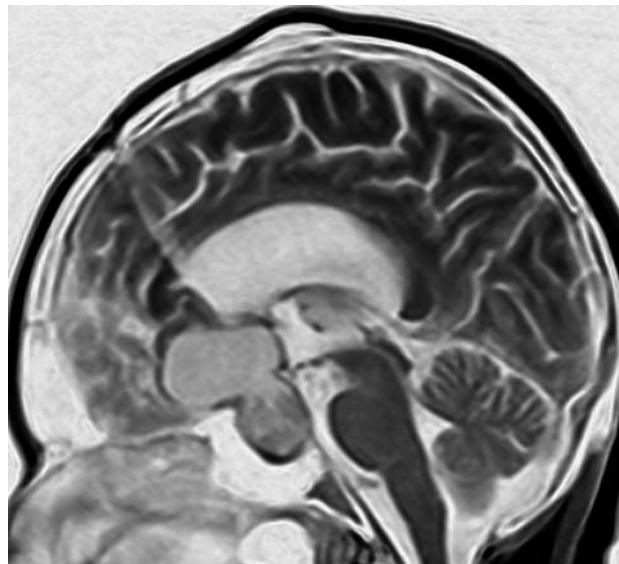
МРТ (сагиттальный срез, изображение view inverse). Состояние через 1 месяц после второй операции. Видна траектория катетера системы Оммайя. Размеры кисты несколько уменьшились по сравнению с дооперационными
